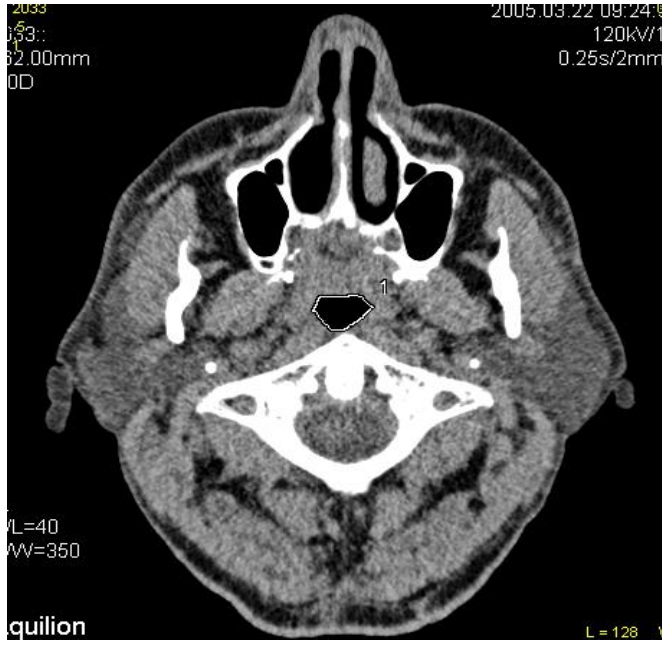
Normal bir kişide orofarinks en dar düzeyinden yapılan dinamik BT incelemesinde orofarinksde oval konfigürasyon izlenmektedir. Orofarinks genişliğinde (ok) belirgin değişiklik olmaksızın tüm fazlarda geniş olarak görülmektedir.
